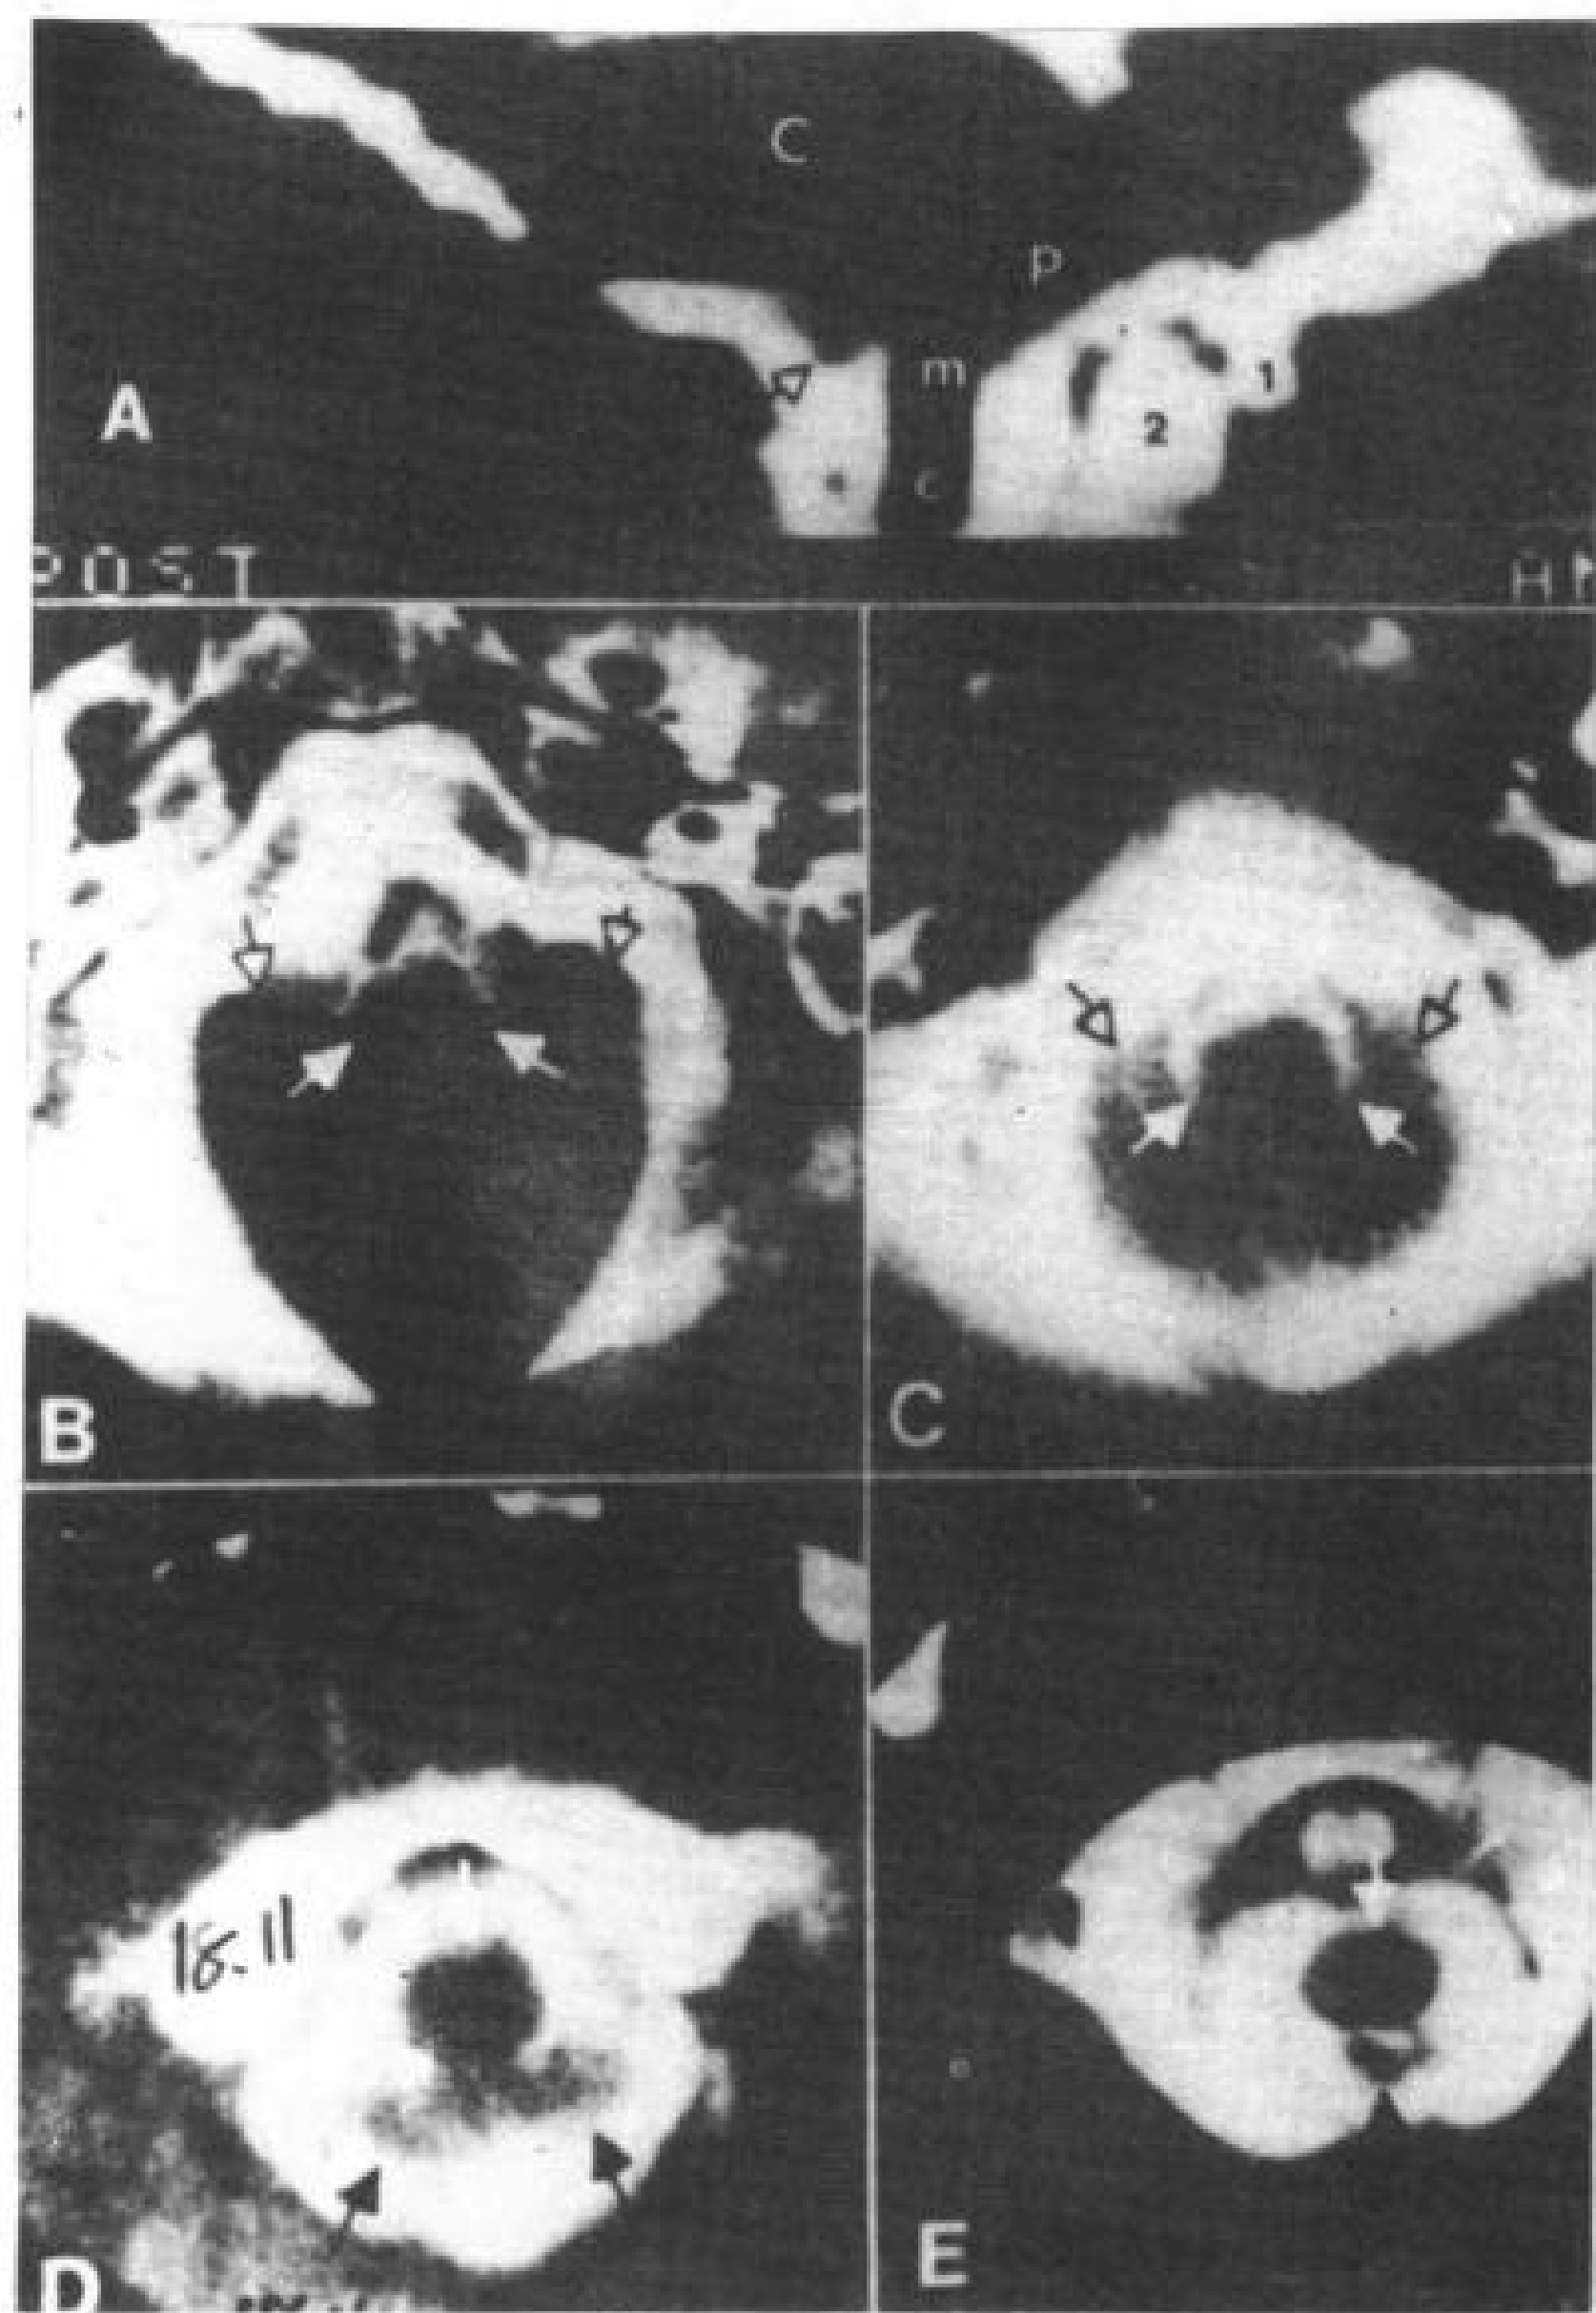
轻型 Chiari II 后脑畸形(第二组)。5岁,女孩,增强脊髓 CT。
